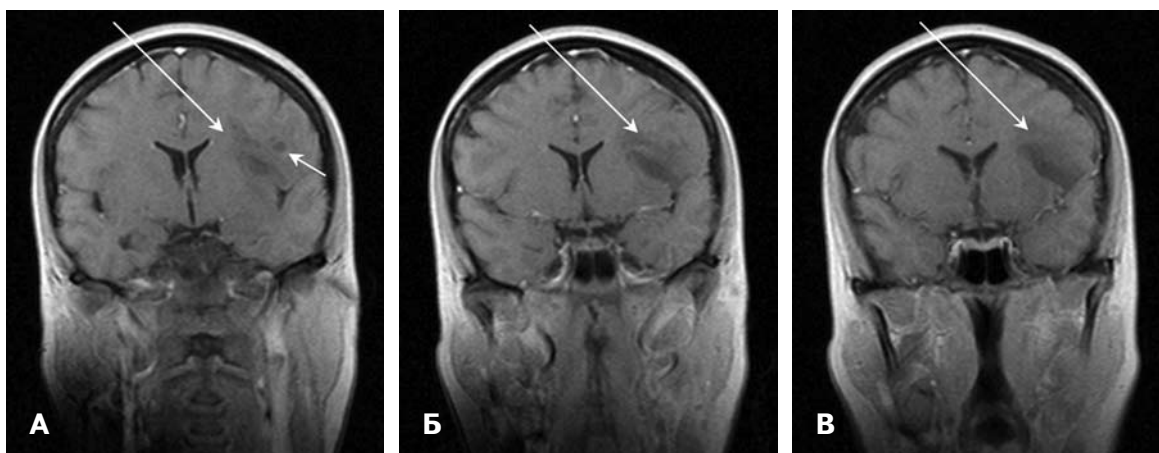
Глиома правой лобно-височно-подкорковой области. А — МРТ на T2ВИ, до проведения ПБ, очаг без четких границ (длинная стрелка), слабо гиперинтенсивного сигнала, содержащий небольшую кисту (короткая стрелка); Б — МРТ на T2ВИ через 1 год после проведения ПБ и лечения, аналогичный очаг с нечеткими контурами (длинная стрелка), содержащий небольшую кисту (короткая стрелка).
